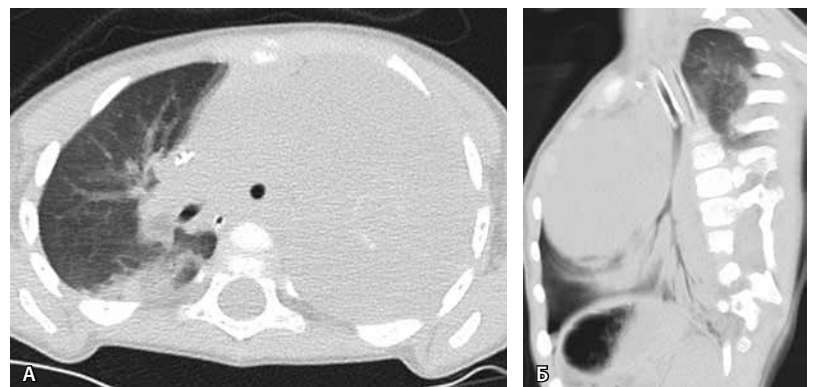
Компьютерные томограммы, легочный режим: А (аксиальная проекция) – инфильтрация в 6-м сегменте нижней и в средней долях правого легкого, образование левой половины грудной клетки, Б (косая сагиттальная проекция) – визуализация просветов бронхов левого легкого на фоне смещенной кзади и книзу компримированной легочной ткани
